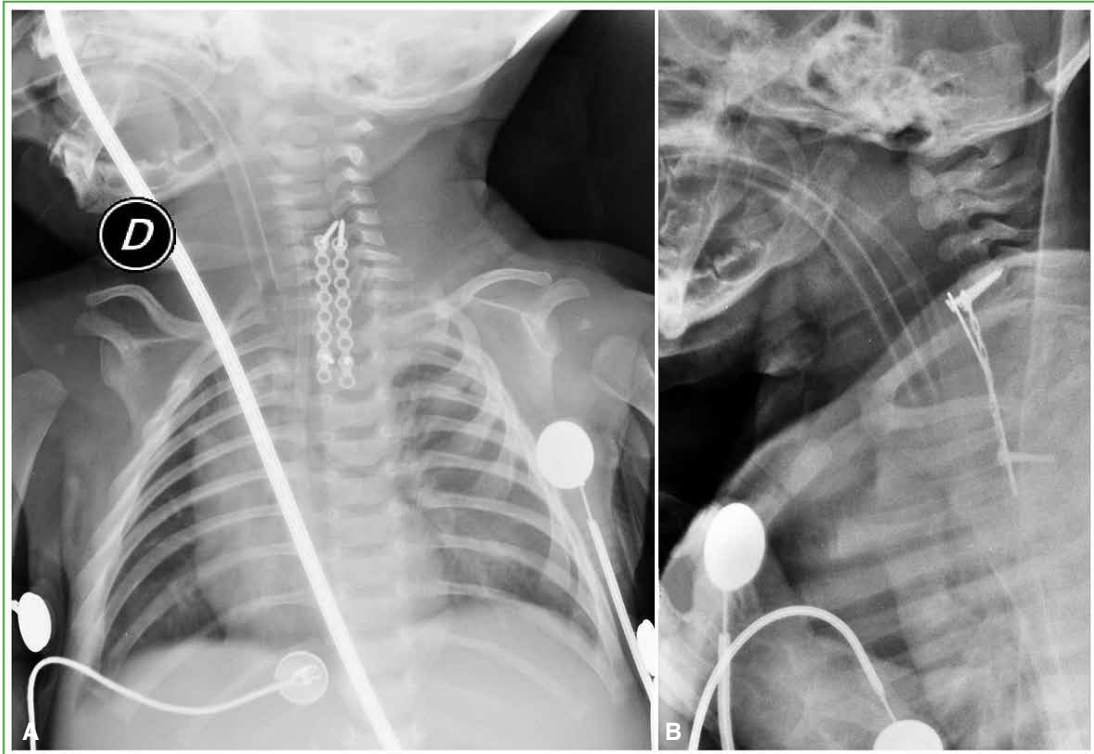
Radiografías de columna cervico-torácica, de frente (A) y de perfil (B) en el posoperatorio inmediato en la Unidad de Cuidados Intensivos Neonatales. Nótese la adecuada ubicación de los elementos de osteosíntesis.
